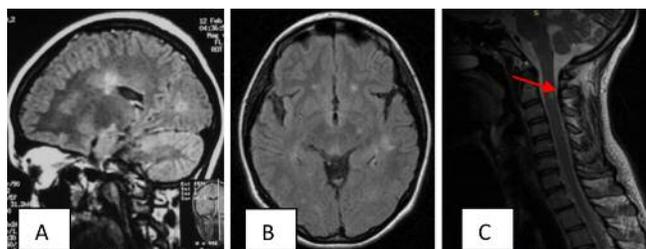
Estudio de RM cerebral y columna cervical que muestra en corte sagital secuencia T2 Flair, imágenes hiperintensas lineales en interfase calloso septal (Imagen A). Corte axial hiperintensidades en sustancia blanca profunda (Imagen B), corte sagital en columna cervical se evidencian focos hiperintensos en T2 a nivel del cordón medular, ovalados impresionando discreto realce a la altura C2-C3, C3-C4 central. Imágenes vistas en paciente con Esclerosis Múltiple.
